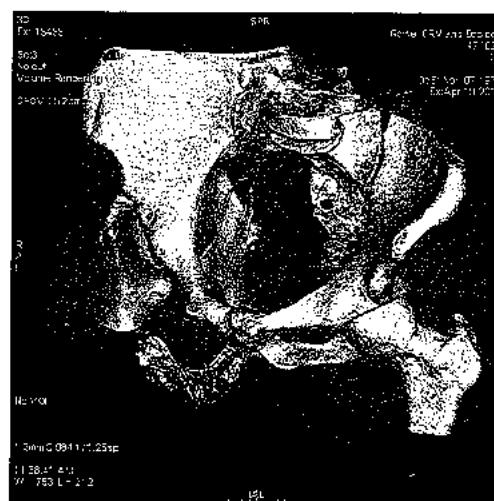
Ангиограмма. МСКТ-ангиограмма, реформат Volume Rendering. Кавернозофлебография ПЧ при ЭД, проксимальная веноокклюзионная недостаточность (венозная утечка в вены санториниева сплетения)
